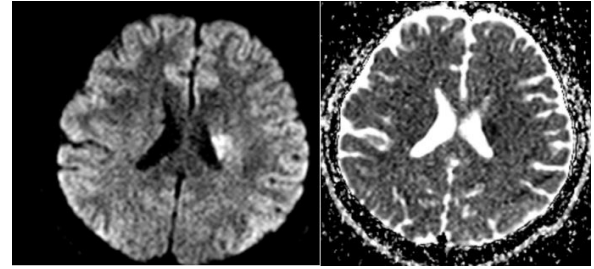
Difüzyon MRG'de sağ internal kapsül arka bacağında akut iske mi ile difüzyon kısıtlaması.
